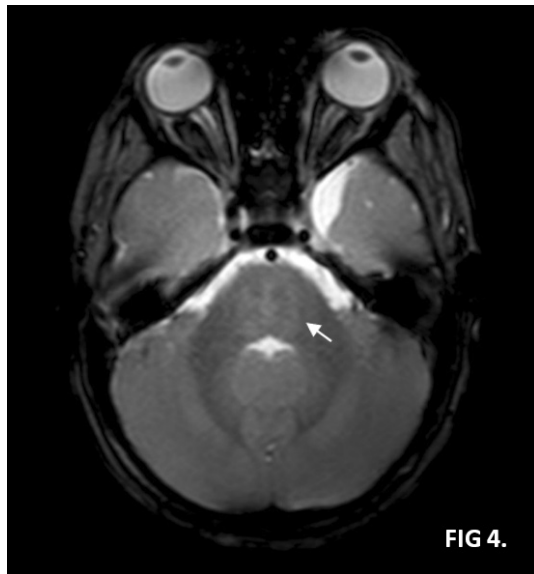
Telangiectasia capilar. Resonancia magnética ponderada en T2 FFE (Fast Field Echo), corte axial: hipointensidad levemente perceptible en la protuberancia.
